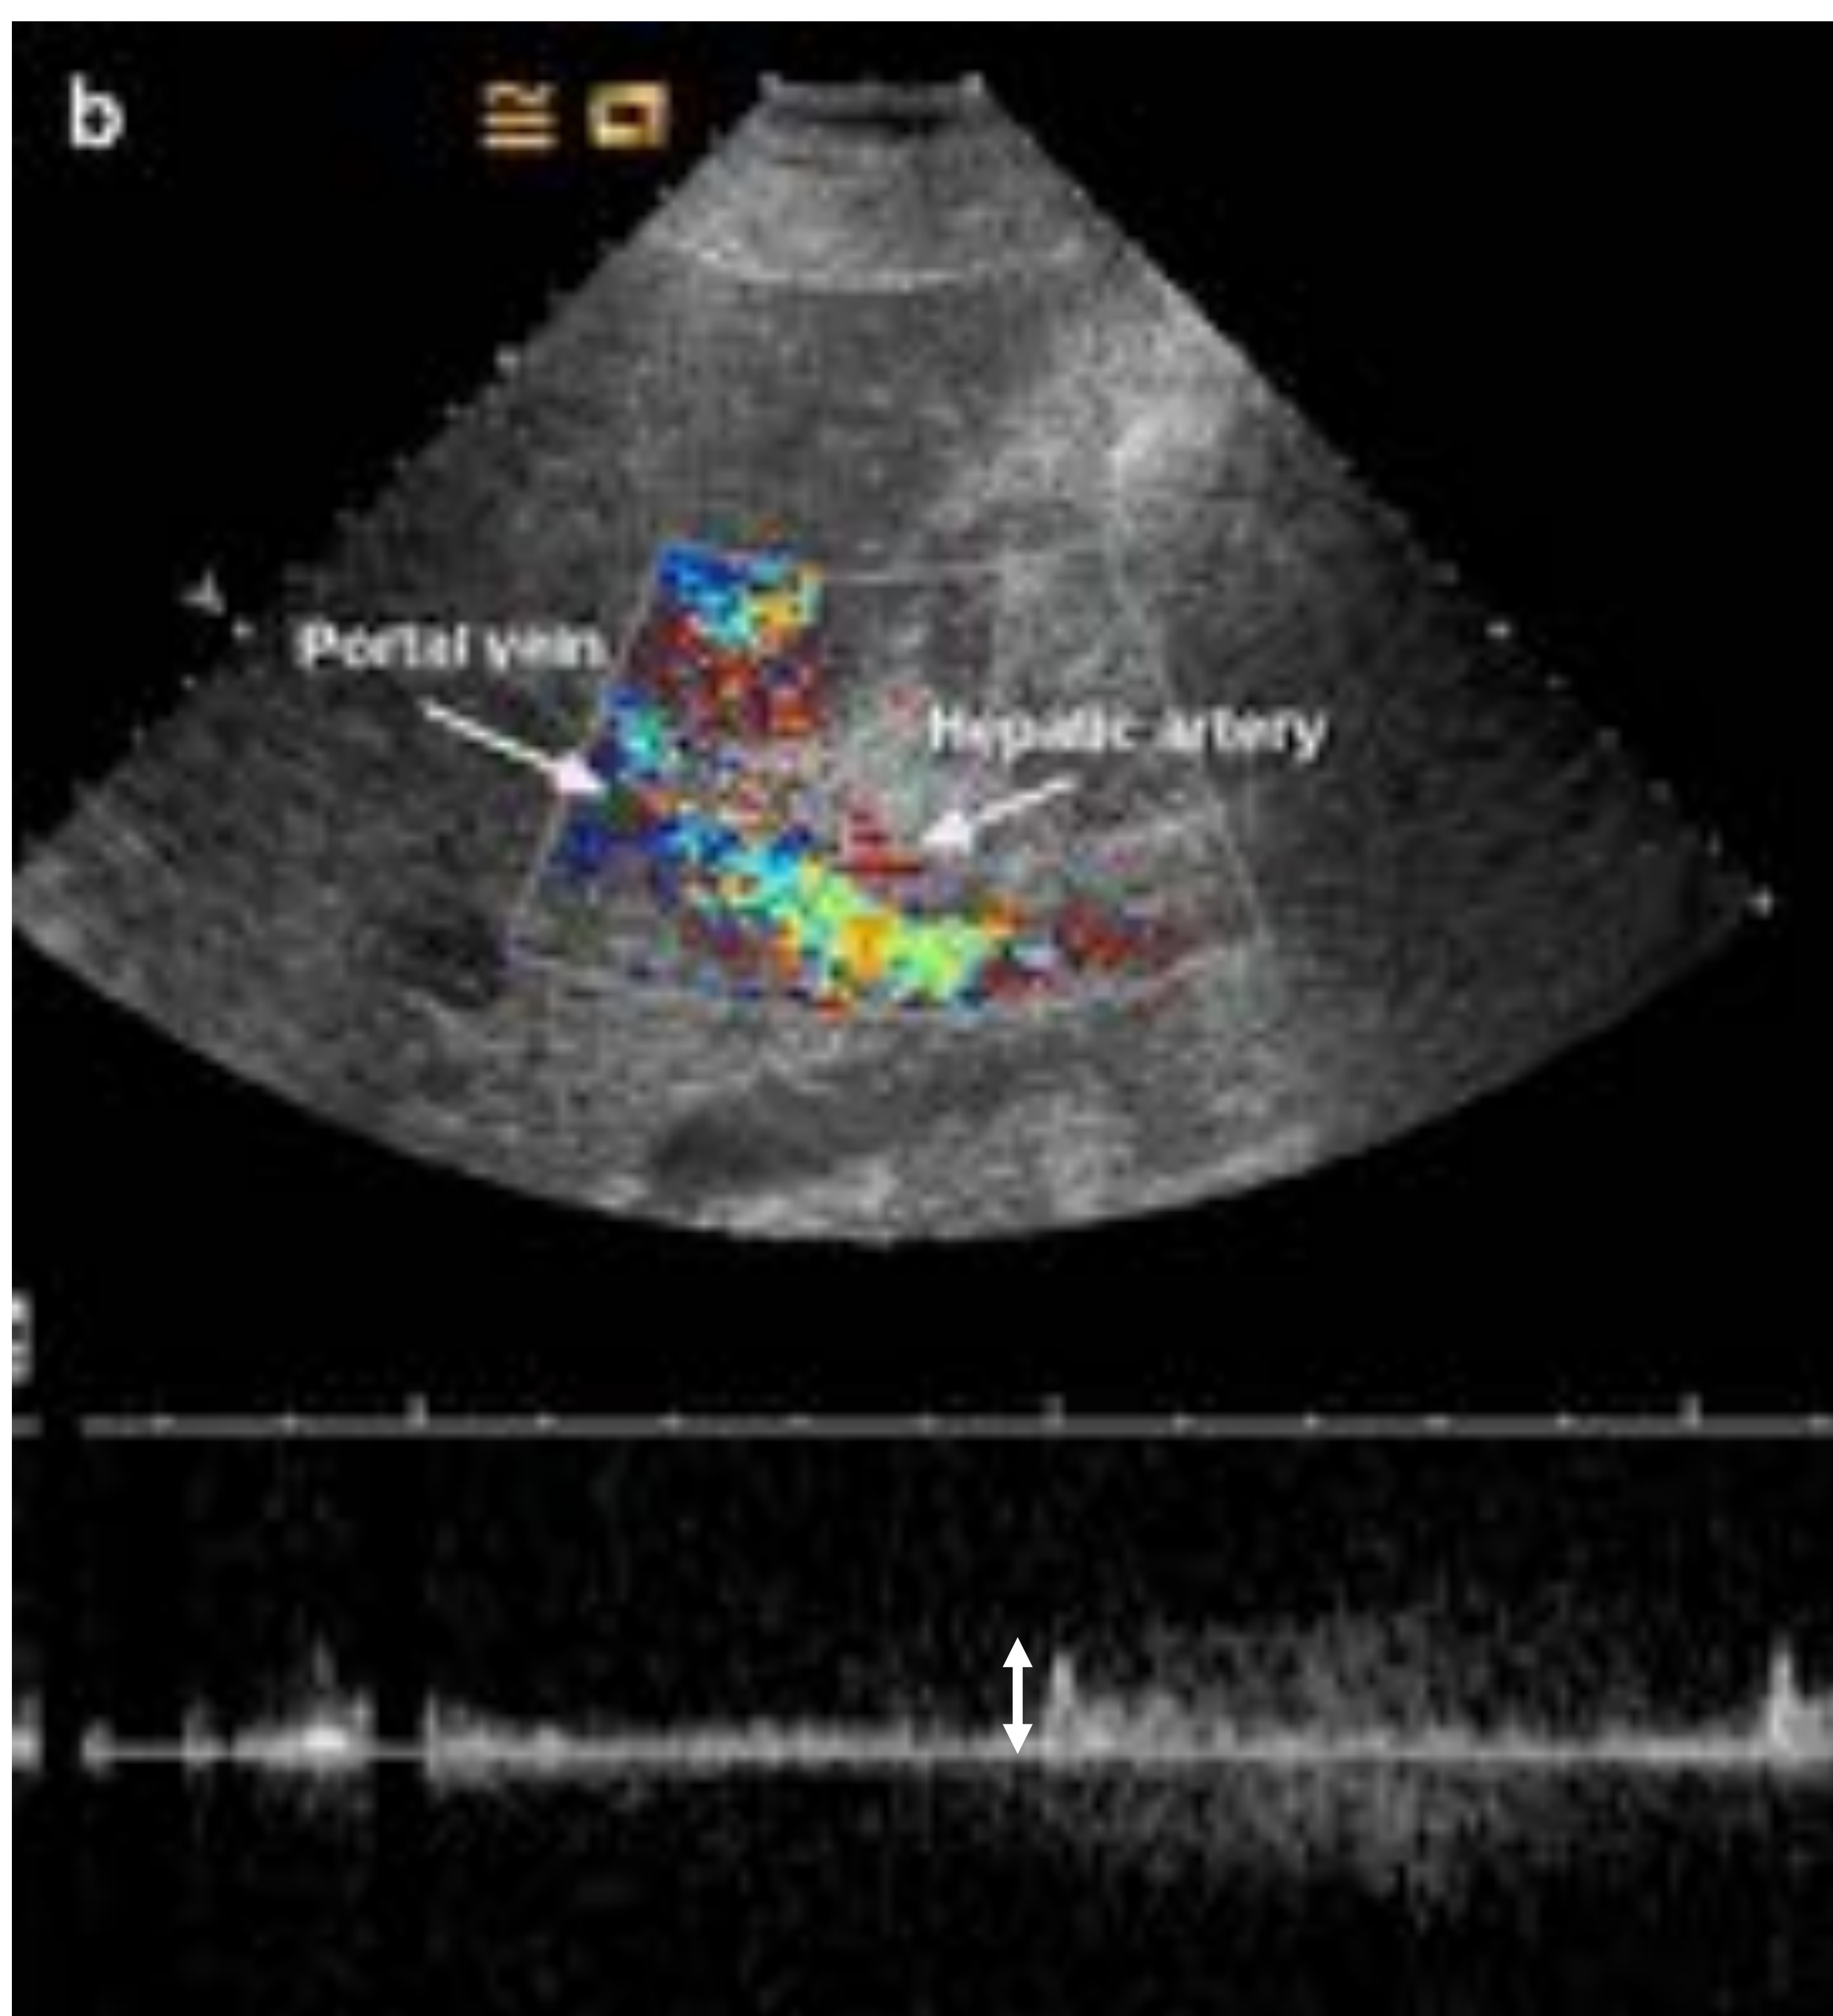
Sme robo de la a. esplénica: Doppler: arteria de difícil detección doppler con picos sistólicos de baja amplitud. CEUS: V porta con relleno adelantado, arteria hepática retrasada y filiforme.
